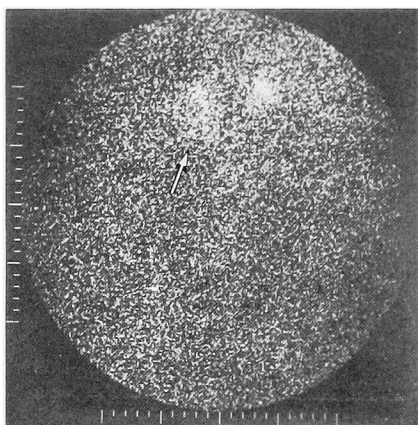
Adrenal scintigraphy indicates the enlargement of adrenal uptake due to the compression of mass from inside.
